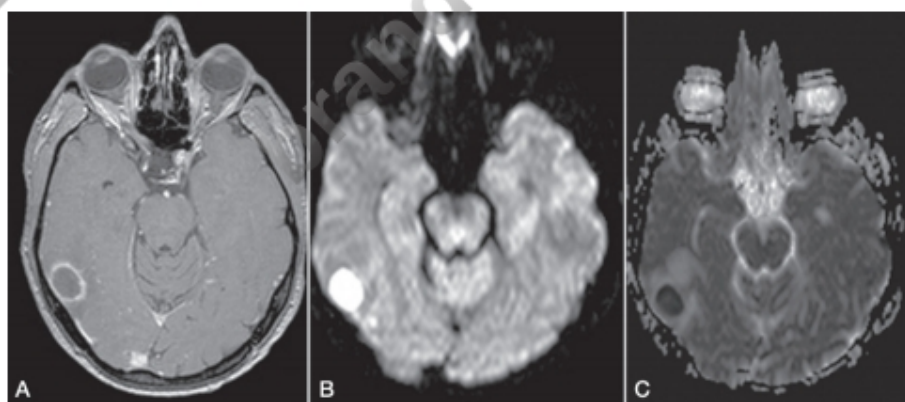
RM de un absceso cerebral. A. La cápsula capta contraste; es fina, uniforme y completa. El absceso está rodeado de edema de la sustancia blanca. B. En la secuencia de difusión el contenido del absceso produce intensa hiperseñal. C. Por el contrario, en el coeficiente calculado de difusión aparente el contenido del absceso produce una hiposeñal que lo distingue de los tumores.
